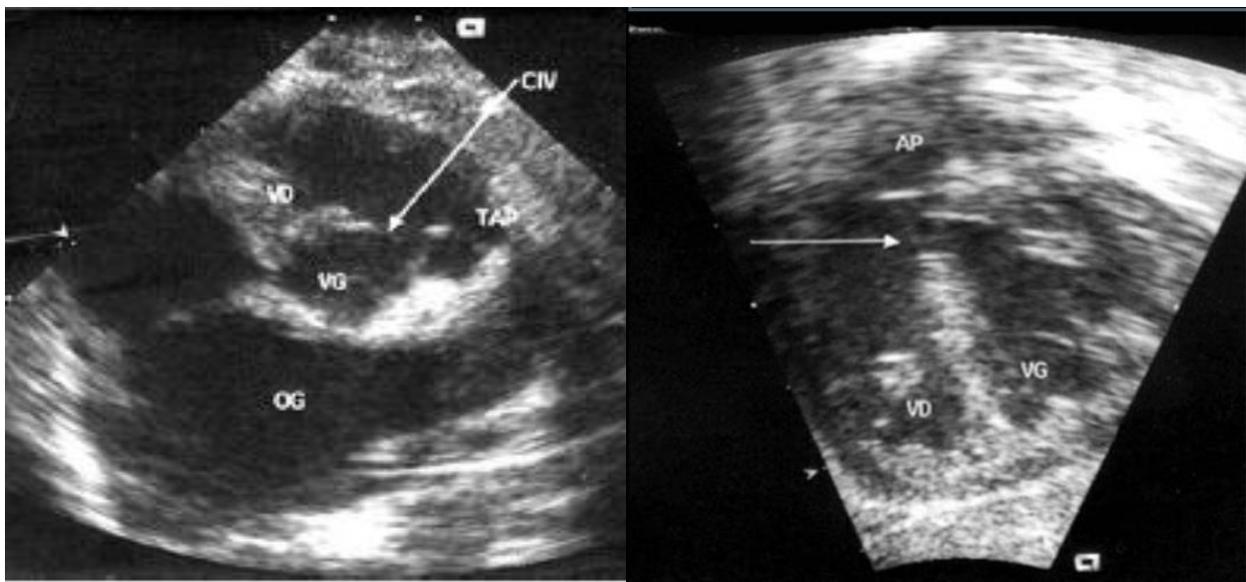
Échocardiographie d'une large CIV juxta-artérielle. [5]
